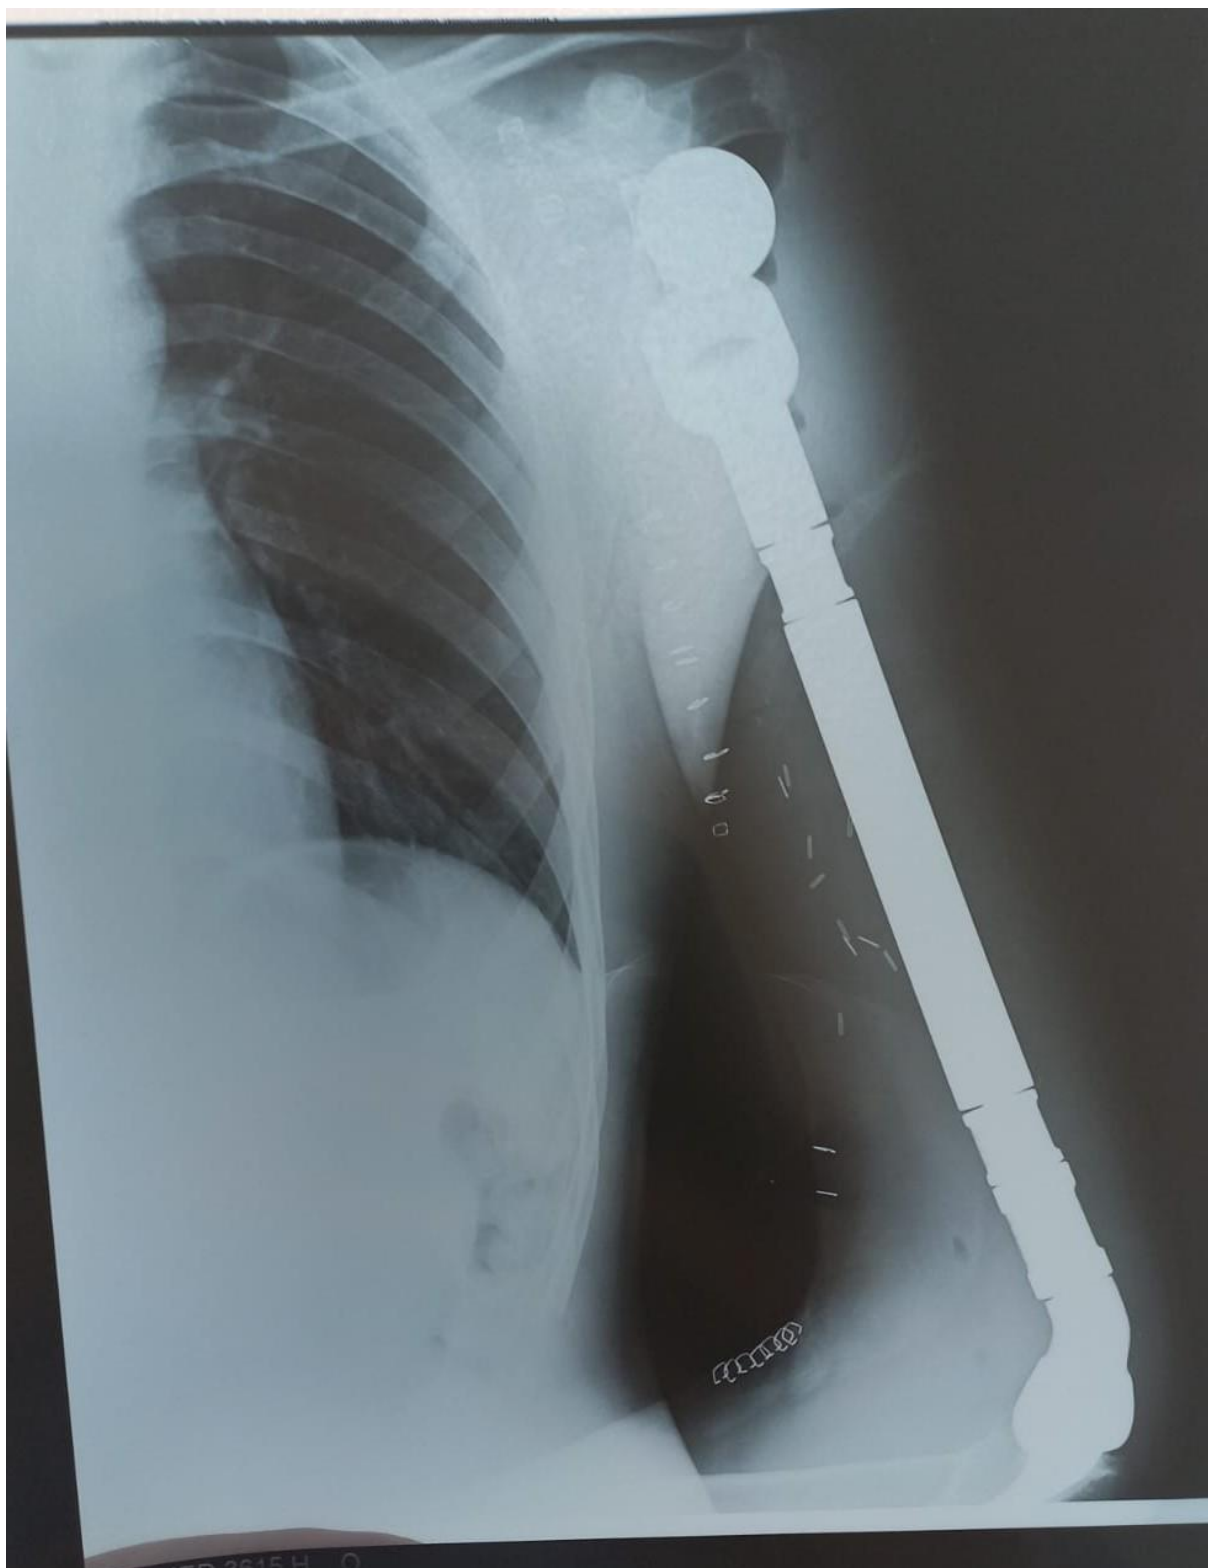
Radiographie post-opératoire de la mise en place d'une prothèse totale de l'humérus avec prothèse inversée de l'épaule
